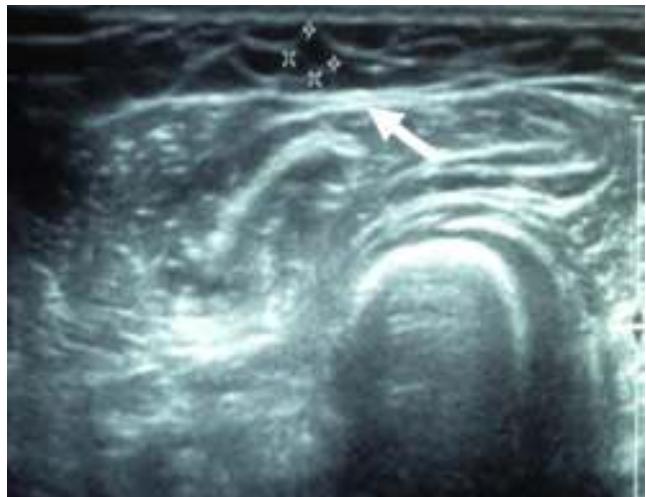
Ultrasonografía tiroidea a 24 meses donde se muestra el injerto (flecha).
